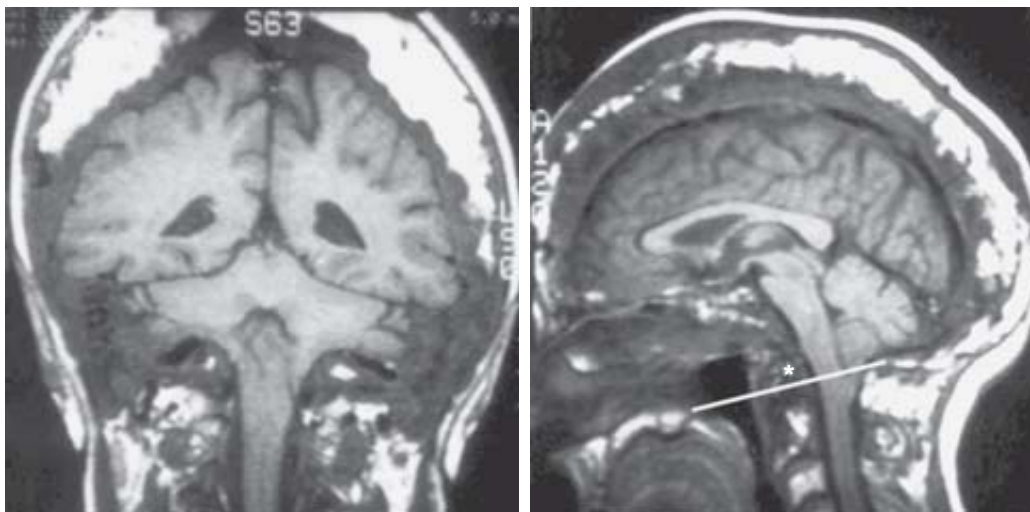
Enfermedad de Paget (Osteítis deformante) con impresión basilar (*) y malformación de Chiari, demostrada con la línea de Chamberlain. IRM coronal y sagital en T1. Engrosamiento de la bóveda craneal con aumento de la grasa diploica.
